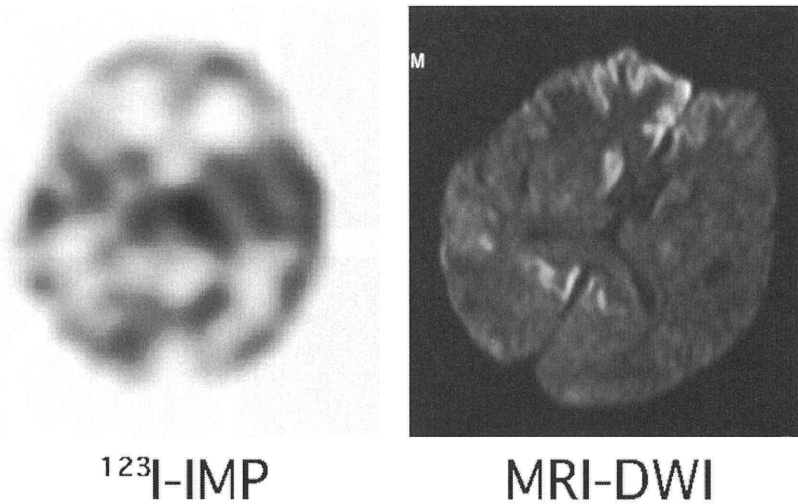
脳血流シンチグラフィと DWI の比較 (初回)。
